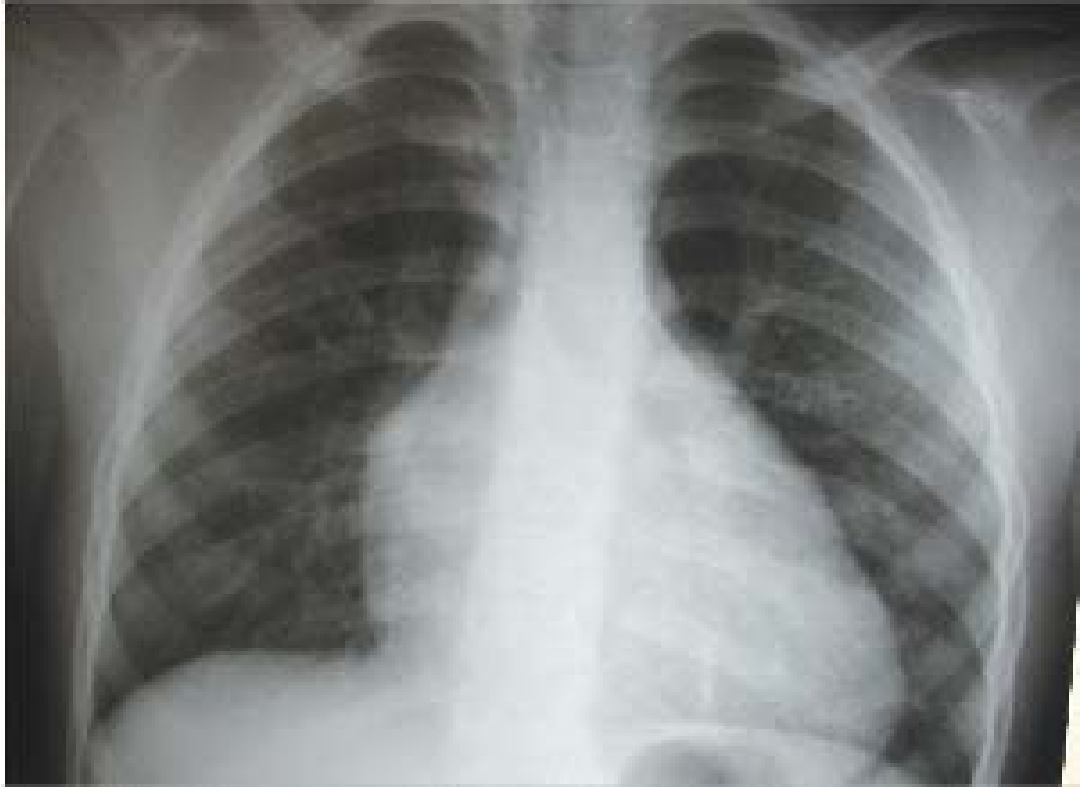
Radiografia de tórax mostra a trama vascular pulmonar diminuída em presença de aumento das cavidades direitas. O arco médio retificado orienta à presença de obstrução da via de saída do ventrículo direito.
